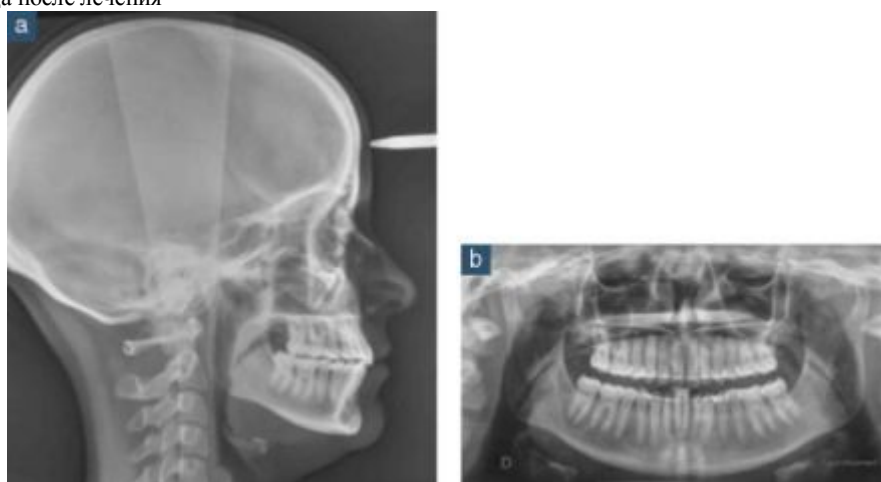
а и б: рентгеновские снимки после лечения
